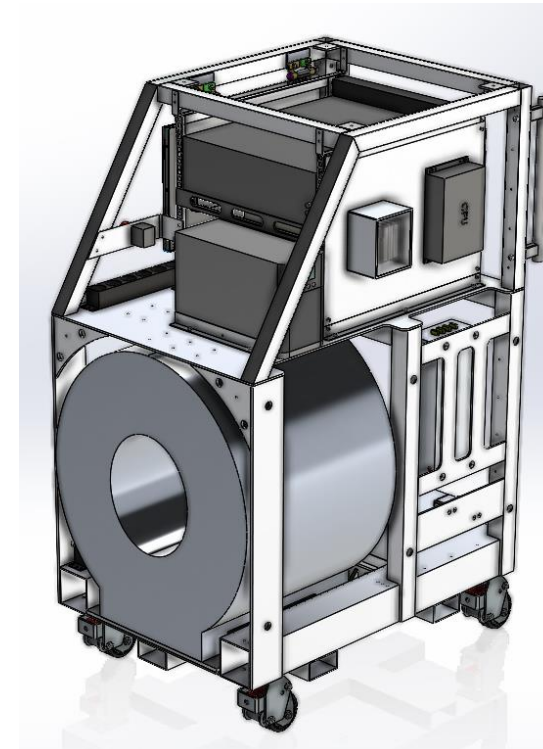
Resonancia Magnética portátil de 86mT.
